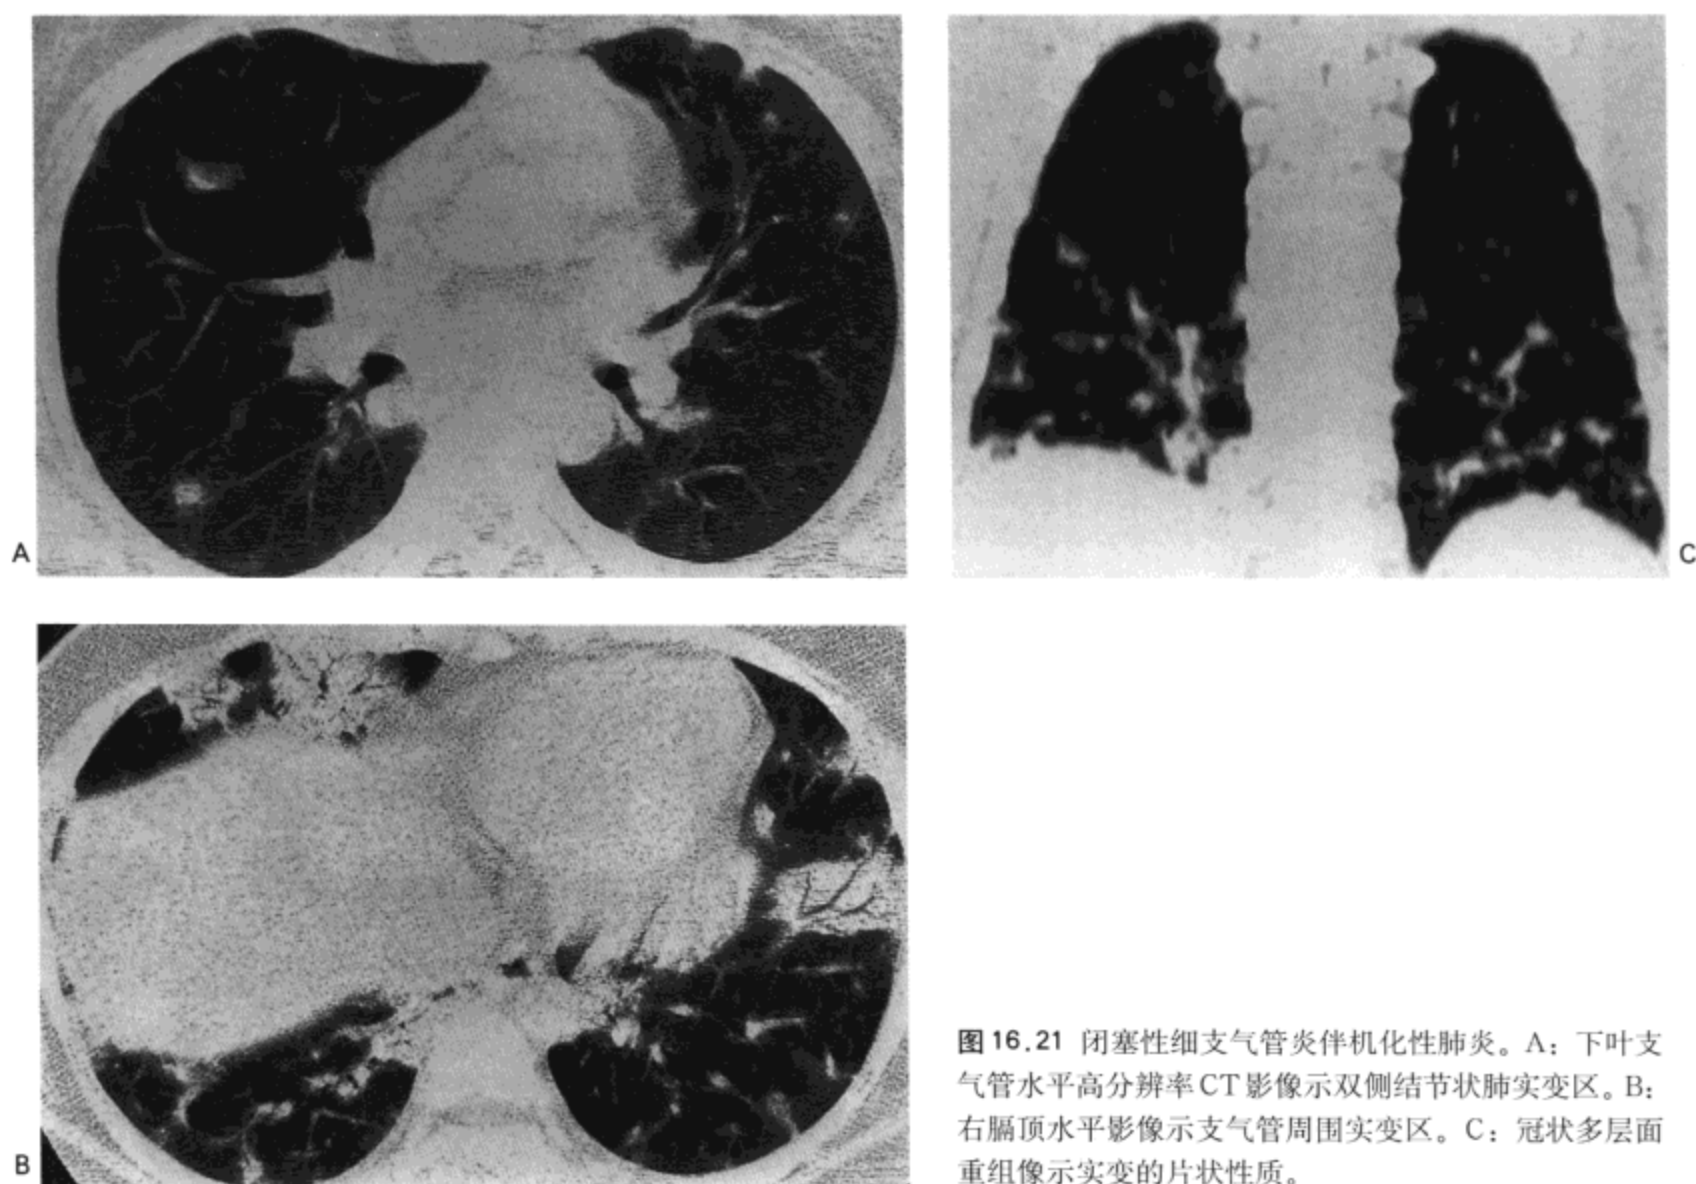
闭塞性细支气管炎伴机化性肺炎。A: 下叶支气管水平高分辨率CT影像示双侧结节状肺实变区。B: 右膈顶水平影像示支气管周围实变区。C: 冠状多层面重组像示实变的片状性质。
